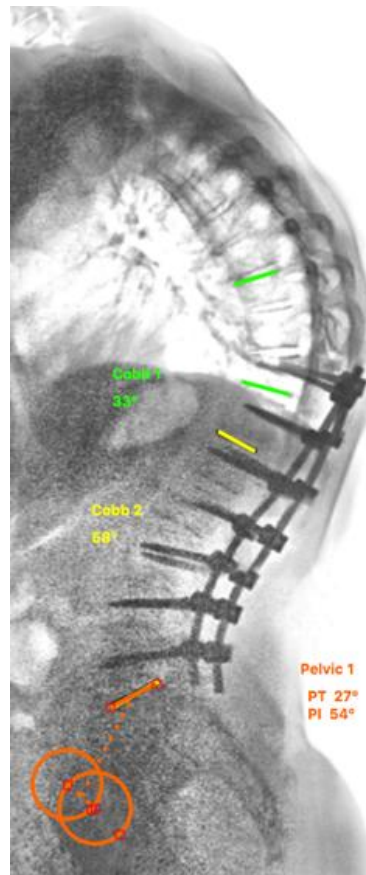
Боковая рентгенограмма пациентки Д., 62 лет, через 5 мес. после хирургического вмешательства. Визуализируется ППК (ППУ 33°). PI=54°, PT=27°, SVA=44 мм, LL=58°.
